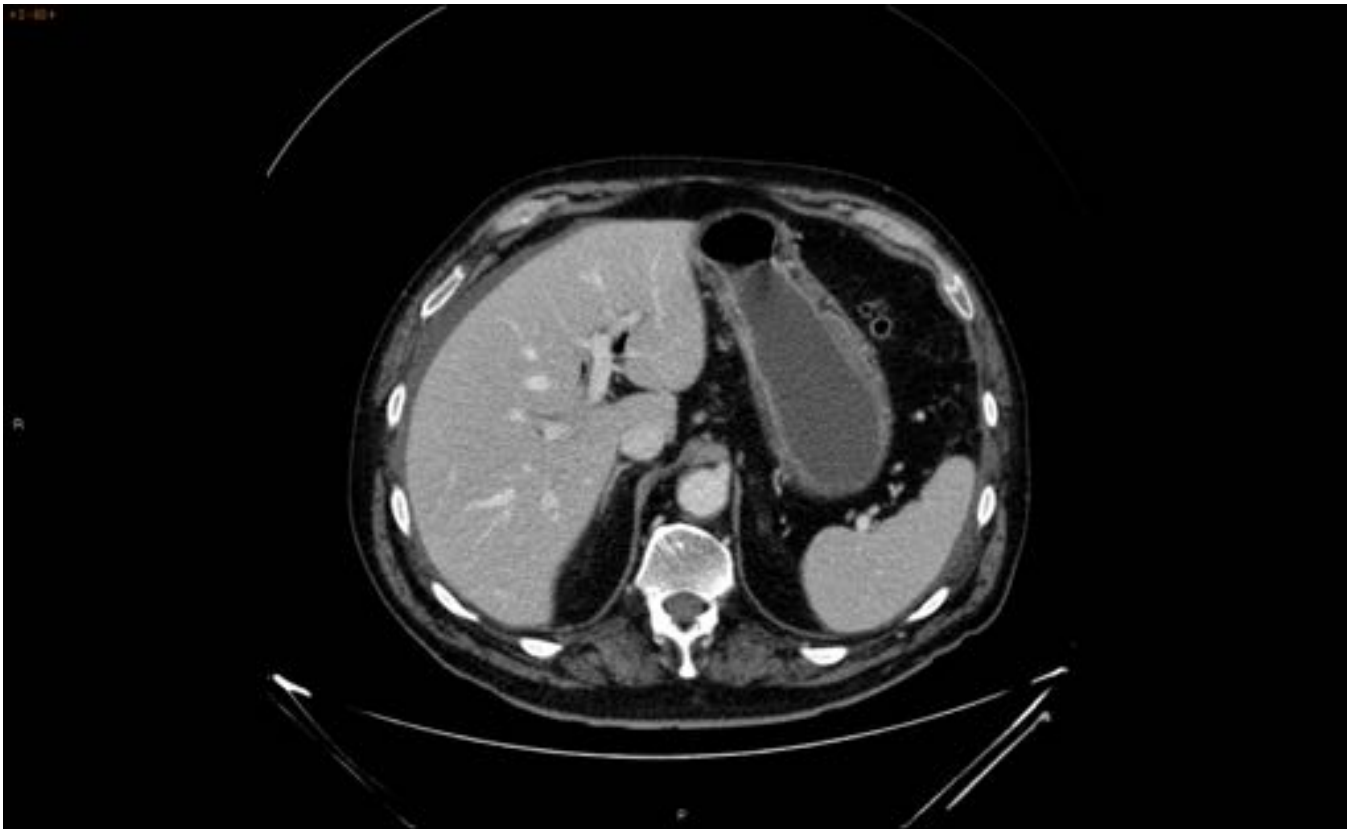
Mismo paciente de la figura 11 y 12. En el estudio de TC con contraste intravenoso (sin contraste oral por ser estudio de Urgencias) se observa aerobilia y cambios inflamatorios en la vecindad del duodeno, hallazgos compatibles con fistula colecistoentérica.
